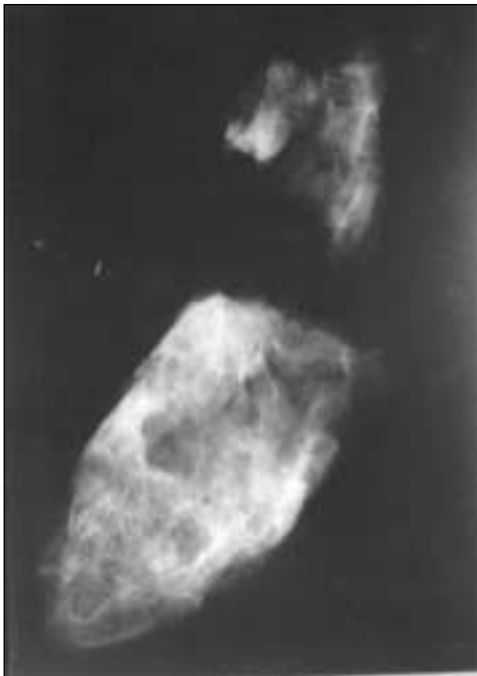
La radiografía de la pieza quirúrgica resecada muestra estar "insuflada" y repleta de imágenes osteolíticas circulares con áreas periféricas de mayor condensación ósea por aplastamiento trabecular.
